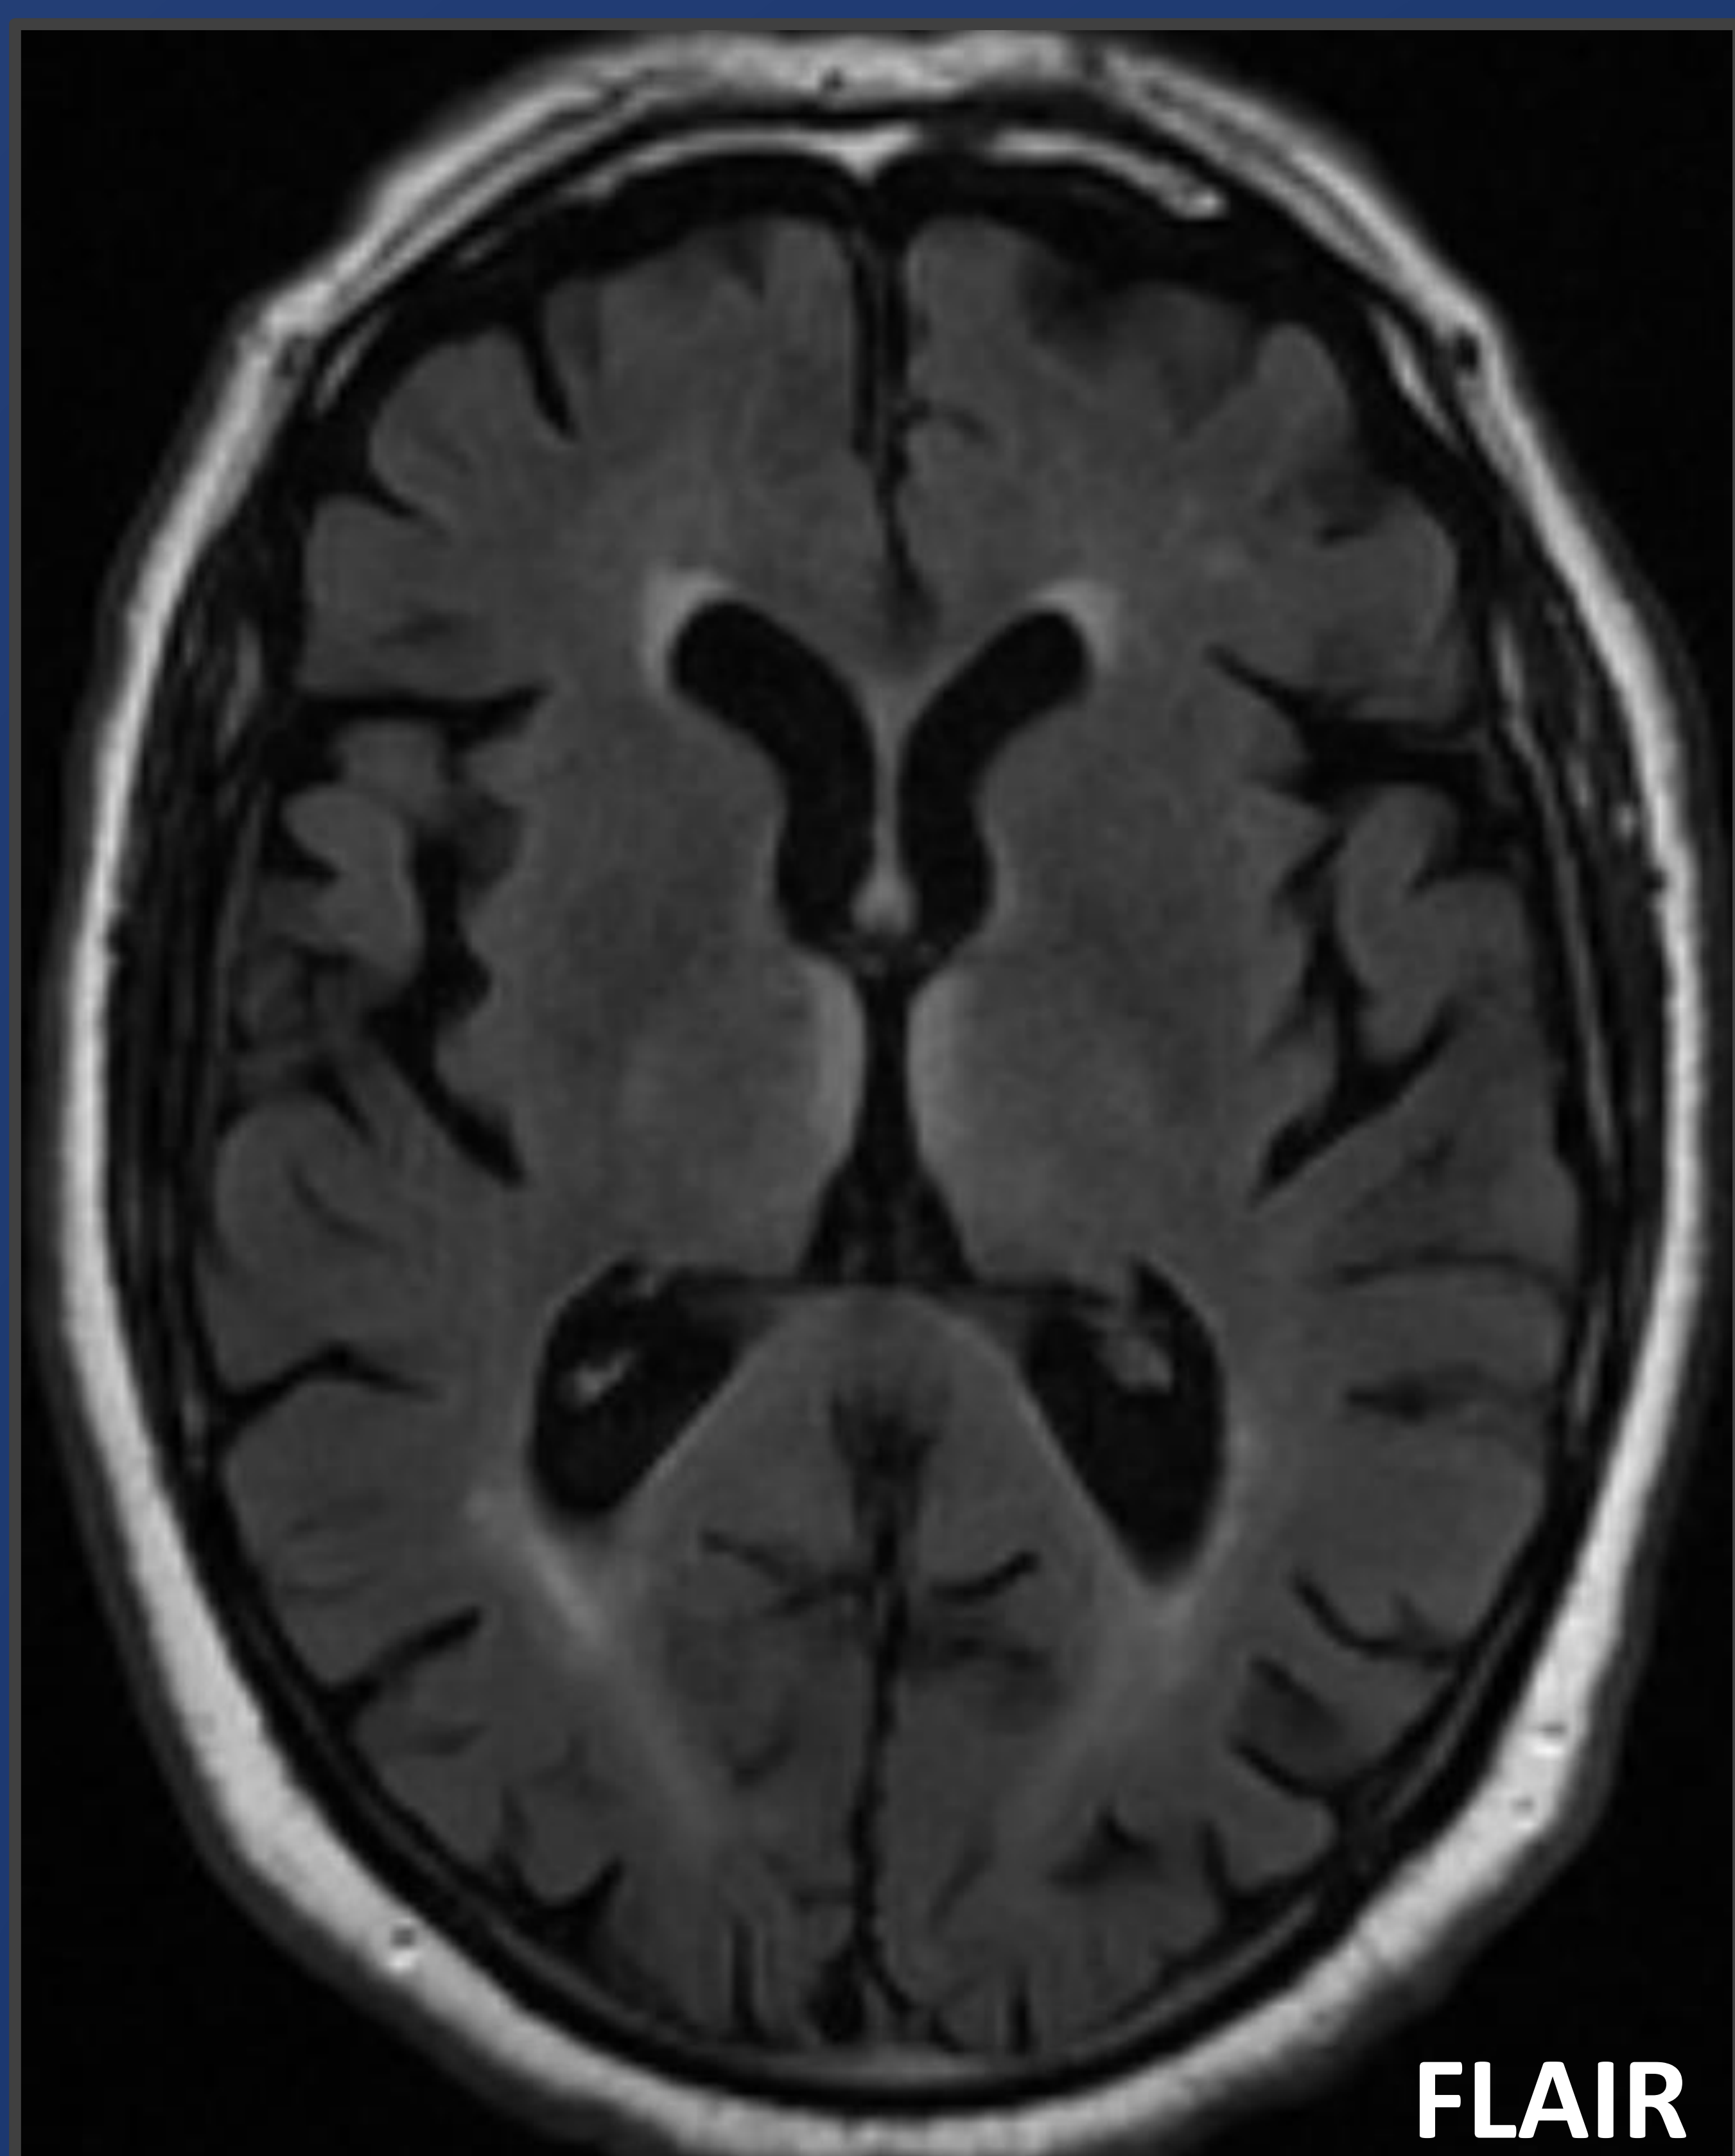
Varón de 86 años con antecedentes de gastrectomía subtotal por cáncer gástrico. Consultó en Urgencias por diplopiya y disartria de 24 horas de evolución, con la impresión diagnóstica inicial de síndrome de posible etiología vascular. Tras los hallazgos de la RM, con afectación de las localizaciones típicas adyacentes al III ventrículo, se inició tratamiento con tiamina IV con recuperación rápida y completa.
